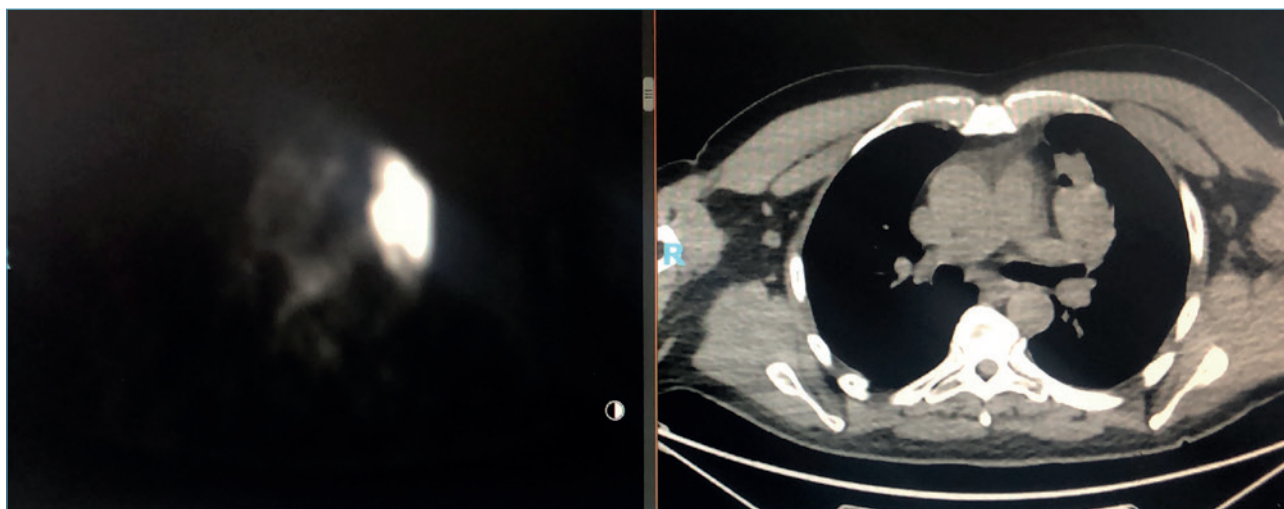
Immagine PET/TC: intenso iperaccumulo del tracciante a carico di neof ormazione solida a sede peribronchiale a livello del LSSn.
